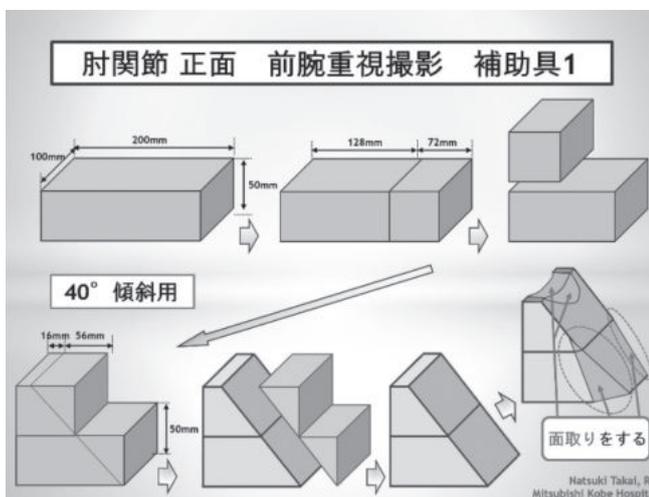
肘関節正面 X線撮影 前腕優位撮影用の補助具 (設計図1)
